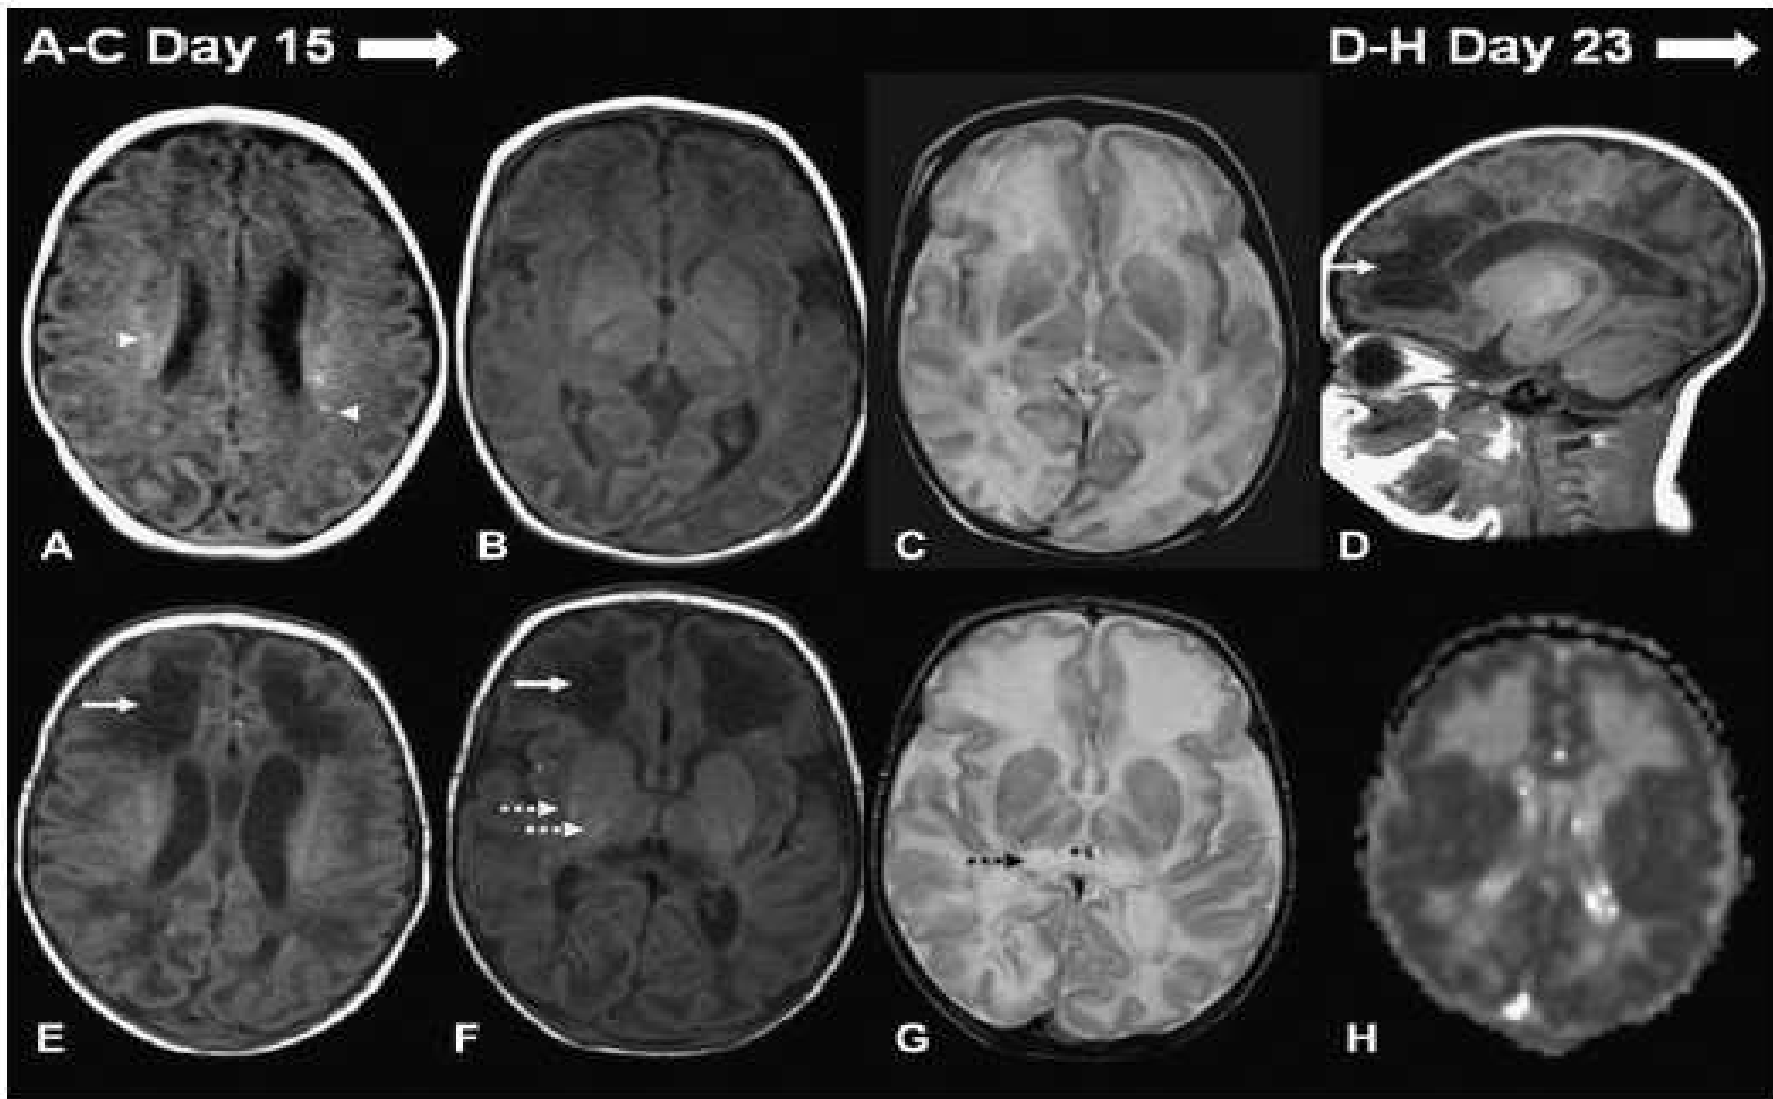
Axial T1-weighted (A, B) and T2-weighted (C) images on day 15 (7 days after presentation). Small periventricular T1 high signal foci are seen (arrowheads) with diffuse T2 high signal in the cerebral white matter and lack of myelin within the posterior limbs of internal capsules. Sagittal T1-weighted (D), axial T1-weighted (E, F), axial T2-weighted (G) and axial ADC map (H), from a follow up scan performed on day 23, showing widespread evolving white matter damage with cystic change in the frontal white matter (white arrows). Note T1 shortening at the tips of the posterior putamina and ventrolateral thalami, with appearance of myelin signal within the posterior limbs of internal capsules (dashed white arrows). Also note some evolving damage in the posterior thalami (dashed black arrow). The ADC map shows increased diffusivity in the affected white matter, in keeping with maturing cystic damage.
